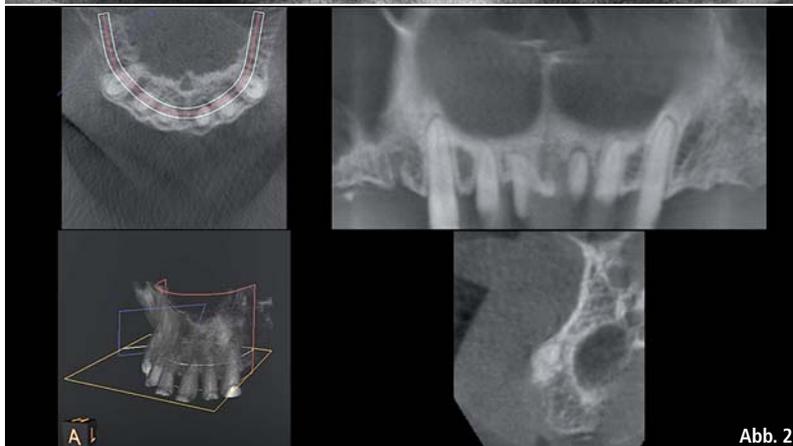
Röntgenologische Ausgangssituation. – Abb. 2: 3-D-Diagnostik.
